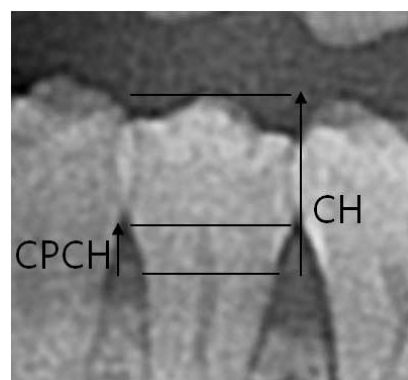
Measurement of coronal height (CH) and coronal pulp cavity height (CPCH) performed on radiograph using Adobe Photoshop CS5 program.
